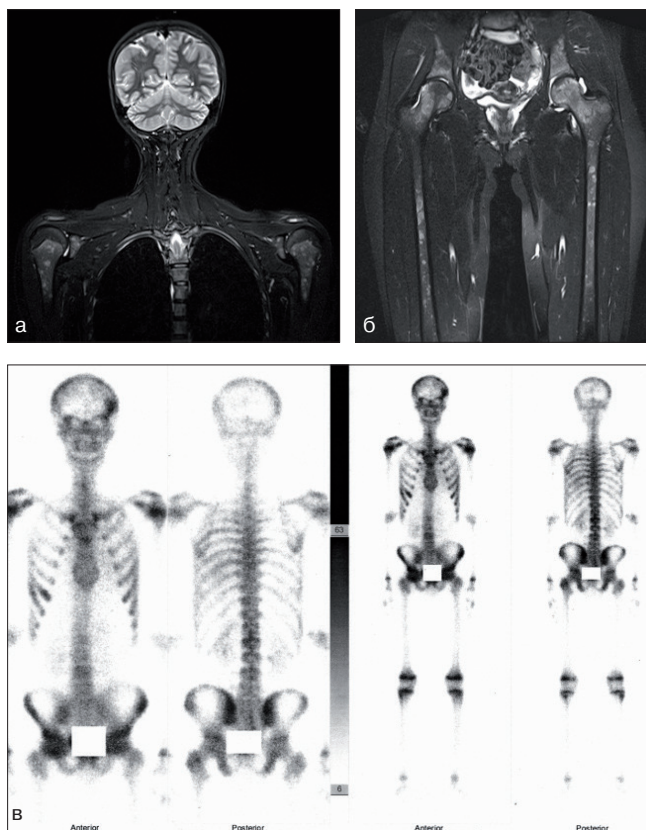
а, б) Девочка 16 лет. Десмопластическая мелкокругло-клеточная опухоль. Фрагменты МРТ-ВТ в режиме T2 STIR, определяются множественные сливающиеся очаги повышенного МР-сигнала в ключицах, лопатках, проксимальных отделах плечевых костей, в костях таза, проксимальных отделах бедренных костей; в) РИД скелета той же больной. Определяются очаги повышенного накопления РФП в области костей свода черепа, грудине, заднебокового отрезка 10-го ребра слева, незначительно заднебоковых отрезков 5-, 6-го ребер справа (лопатка?), правого плечевого и тазобедренного суставов. Неравномерное повышение накопления РФП в позвоночнике
